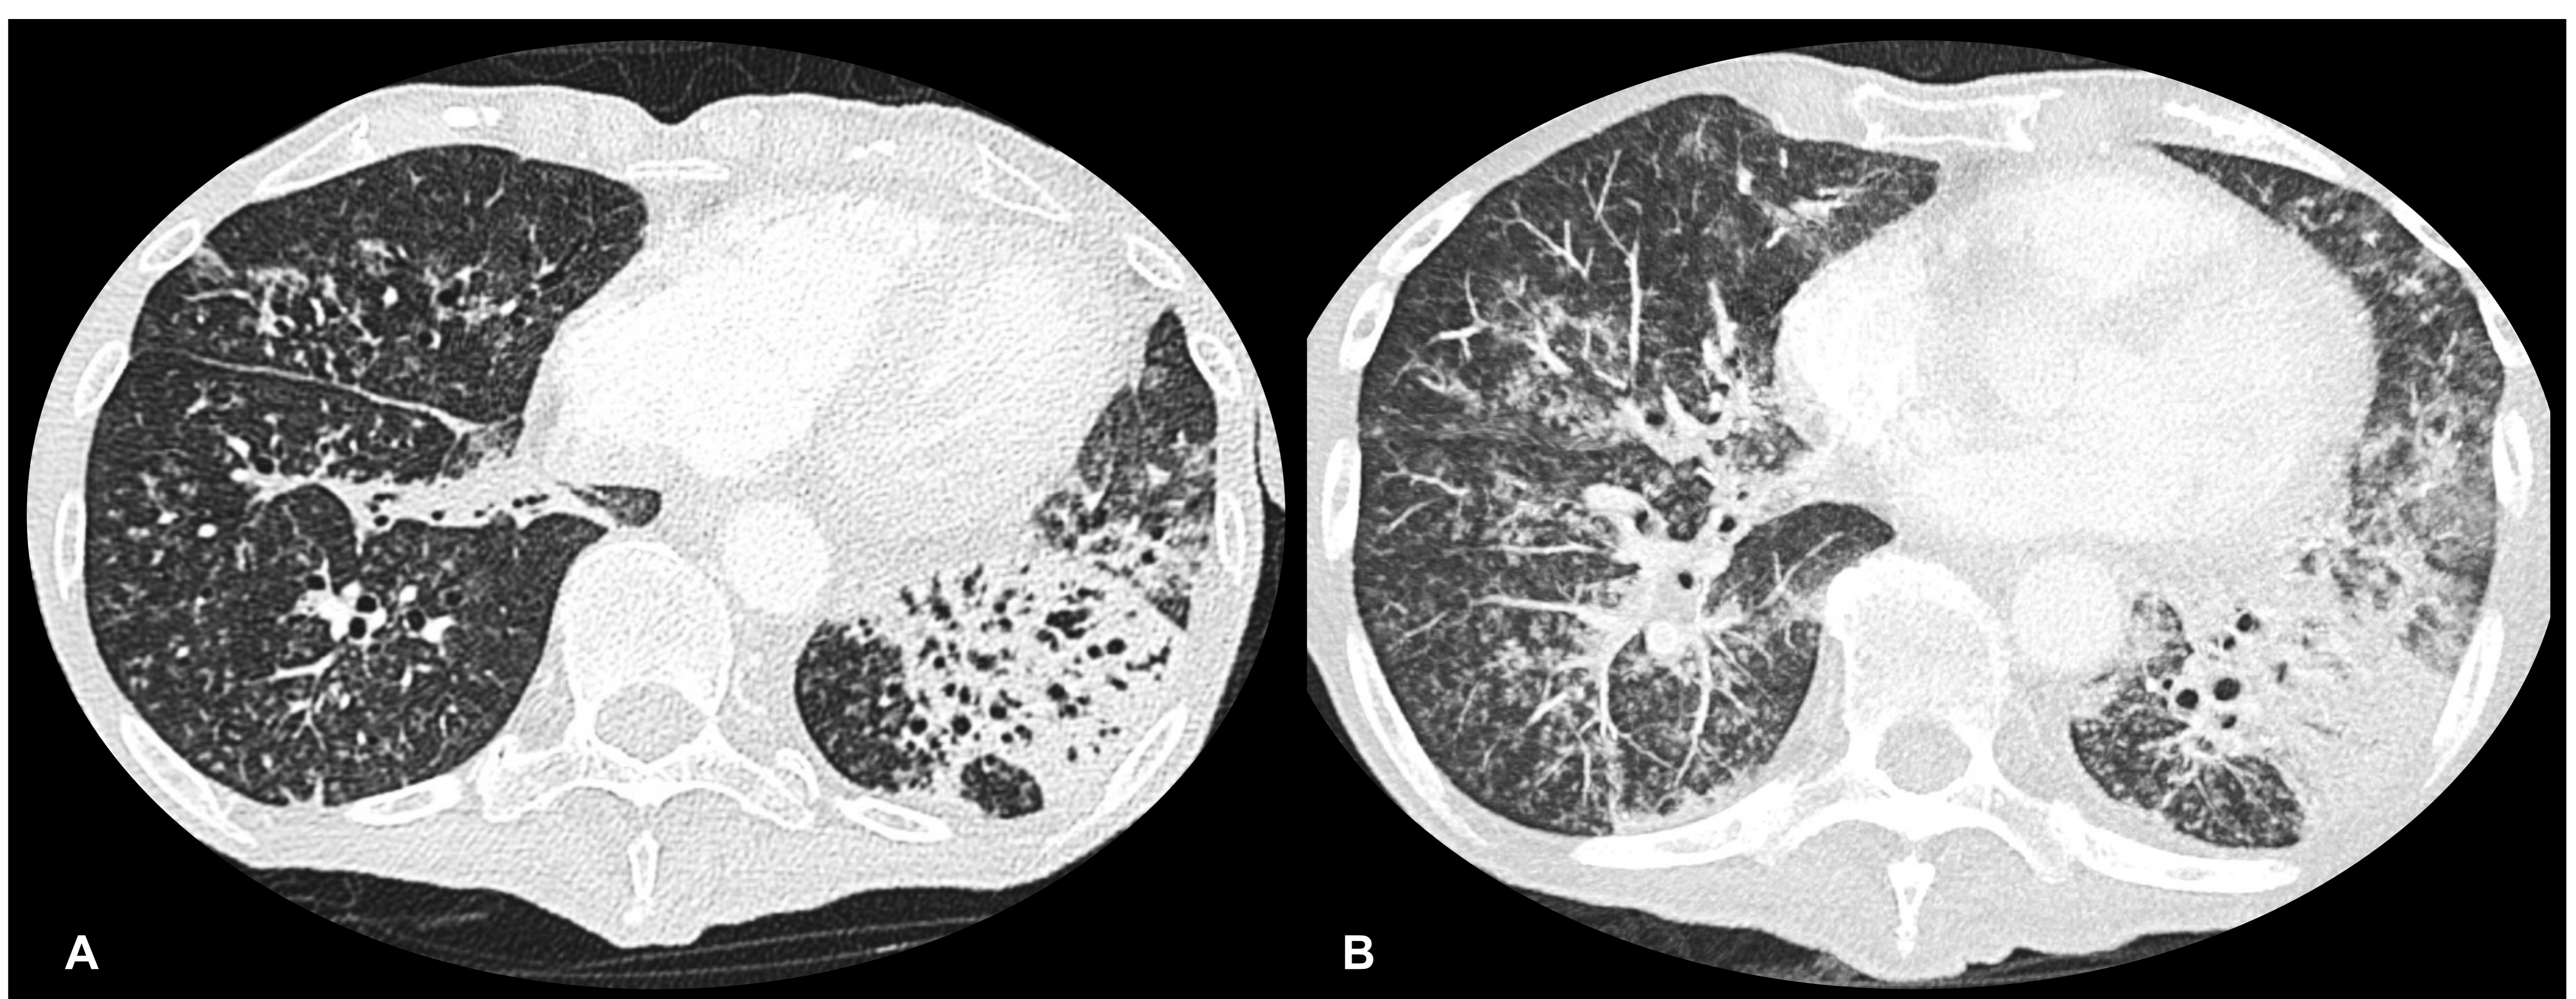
Mujer de 68 años con antecedente personal de síndrome de Sjögren que presenta disnea de esfuerzo. TC torácico en el plano axial (A) y con reconstrucción MIP axial (B). Se observan micronódulos centrilobulillares de predominio en bases pulmonares no visibles en TC reciente (no mostrado), discreto engrosamiento peribroncovascular y bronquiectasias y atelectasia subsegmentaria en la base izquierda. En conjunto los hallazgos descritos sugieren bronquiolitis folicular.
